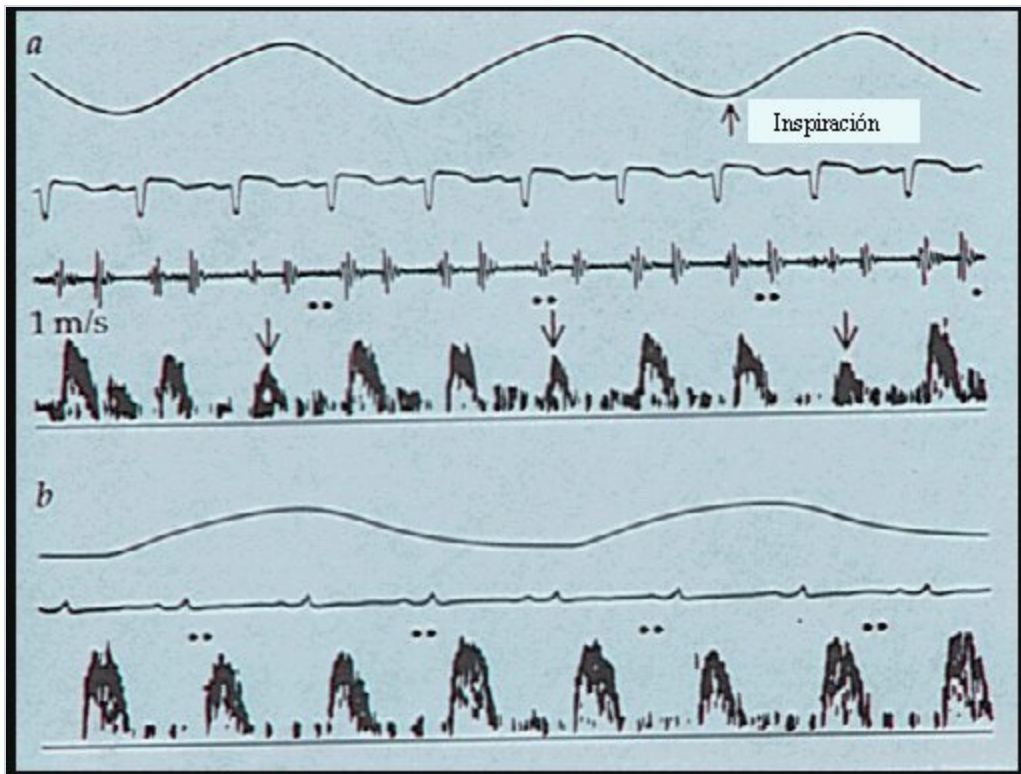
Pericardiocentesis Los registros por pulsos de ultrasonido Doppler de la velocidad del flujo sanguíneo en la aorta de un paciente con derrame pericárdico muestran mejoría importante después de la pericardiocentesis. Antes de la pericardiocentesis (a) existe una variación respiratoria notable en la velocidad del flujo, que correlaciona con taponamiento cardíaco y la presencia de pulso paradójico (flechas). La variación se reduce en gran parte después de la pericardiocentesis (b).
